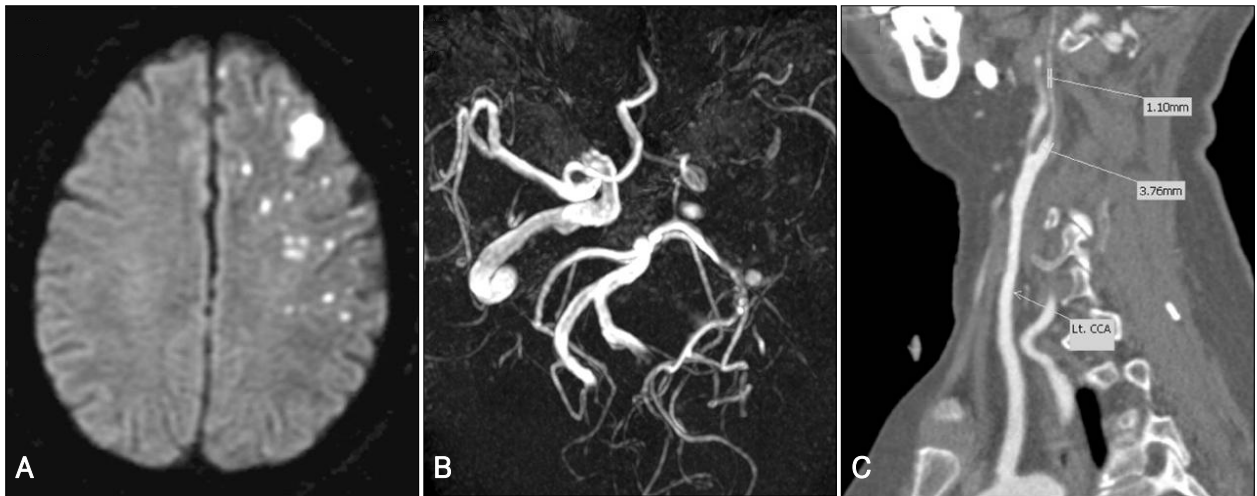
Brain magnetic resonance (MR) images on the second admission. A: Diffusion-weighted image shows multifocal acute cerebral infarction in the left anterior and middle cerebral artery territory. B: The left internal carotid artery and middle cerebral artery are poorly visualized on MR angiography. C: CT angiography shows diffuse luminal narrowing of the left internal carotid artery.
